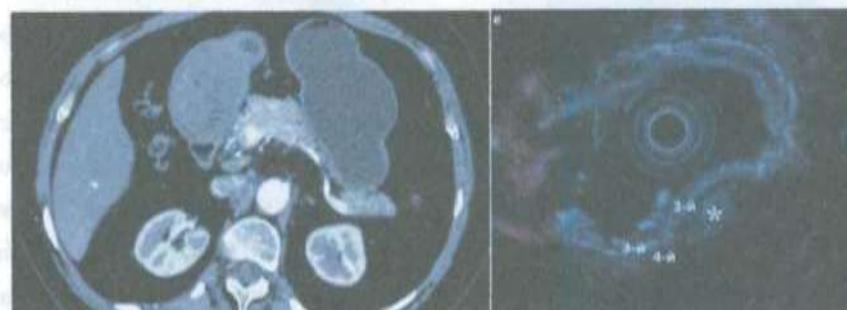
КТ Гастроинтестинальная стромальная опухоль (ГИСО GIST) желудка и при УЗЭ гетерогенный гиперэхогенный узелок (звездочка), который, вероятно, располагается как в 3-м гиперэхогенном (3-й), так и в 4-м гипоэхогенном (4-й) слоях.
